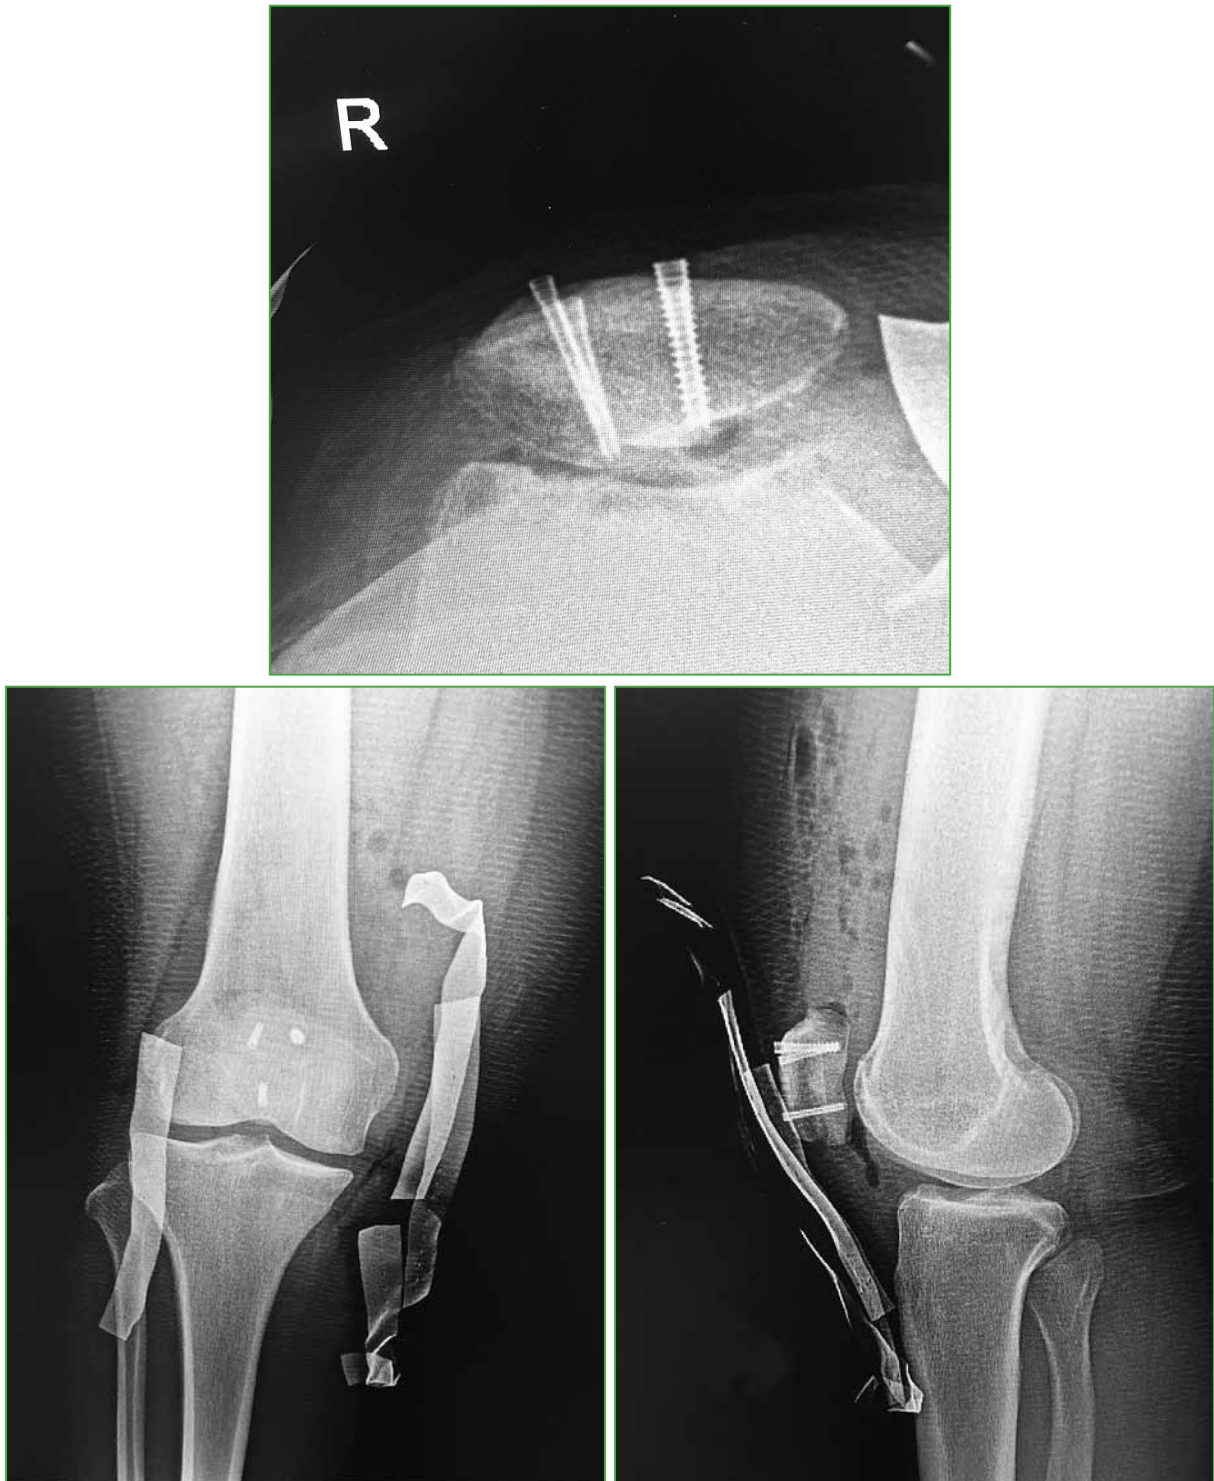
Radiografías del posoperatorio inmediato.
